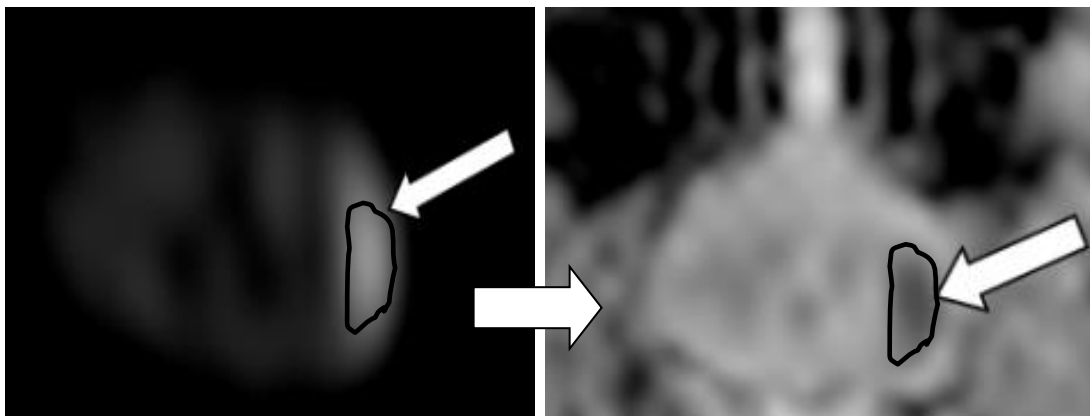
Exemplo de definição de um ROI numa lesão numa imagem de DWI em b2000s/mm² e posteriormente copiada para o mapa de ADC.
